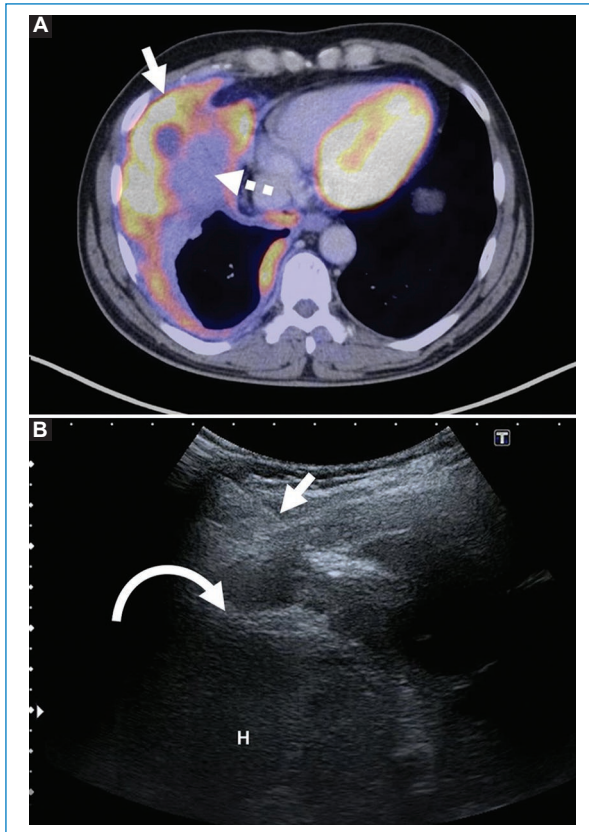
Hombre de 51 años VIH y virus de la hepatitis C positivo, en estudio por engrosamiento pleural basal derecho. A: imagen de fusión por PET-TC que muestra engrosamiento pleural hipermetabólico (flecha), en contacto con el domo hepático (flecha rayada). B: biopsia dirigida por ecografía (flecha) de lesión pleural en formato coaxial con aguja de corte semiautomática 18 G. Nótese el área hiperecogénica producto del corte de la aguja (flecha rayada), el diafragma (flecha curva) y el hígado (H). Diagnóstico final: mesotelioma epitelial.
